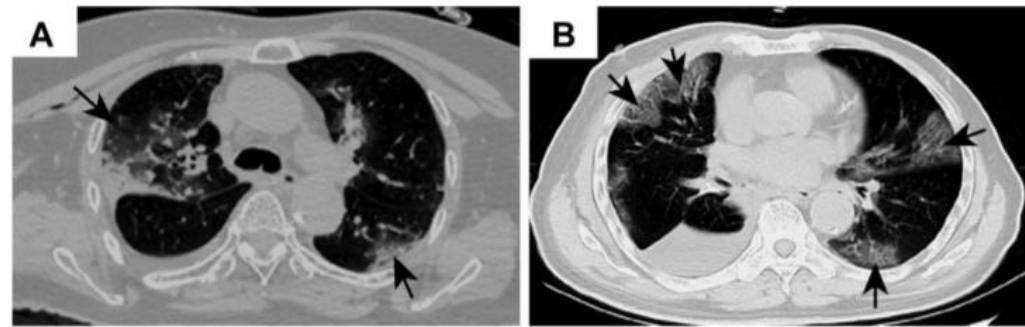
Representative images of chest computed tomography scan. (A) Case 1: image on postoperative day 1 revealing changes in the right lung and increased ground-glass opacities bilaterally (arrows); (B) case 2: foci of ground-glass opacity seen bilaterally (arrows).
